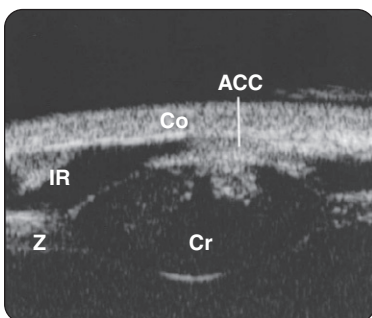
Échographie à haute fréquence montrant une opacification de la cornée et une apposition cornéocristallinienne.
